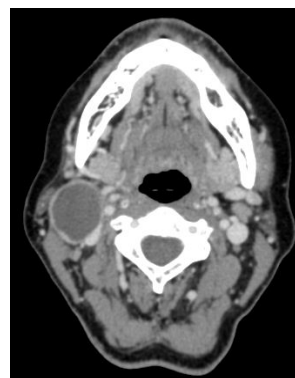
Компьютерная томография боковой кисты шеи справа
